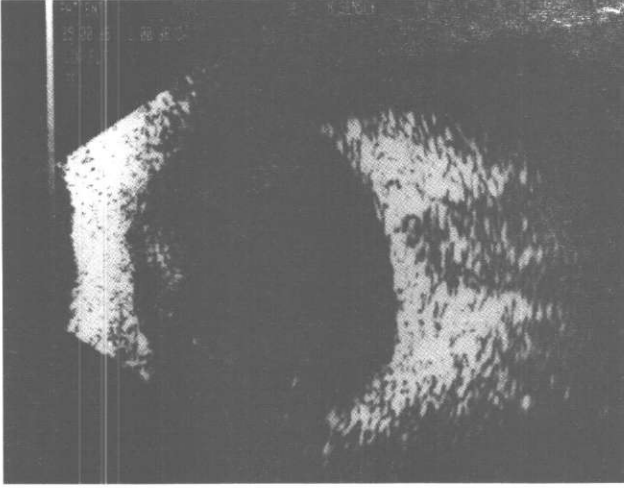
İlk vakamızın sağ göz ultrasonografisinde vitreus içinde hemorajiye delalet eden çok sayıda ekojen küçük noktaların varlığı görülmektedir.
